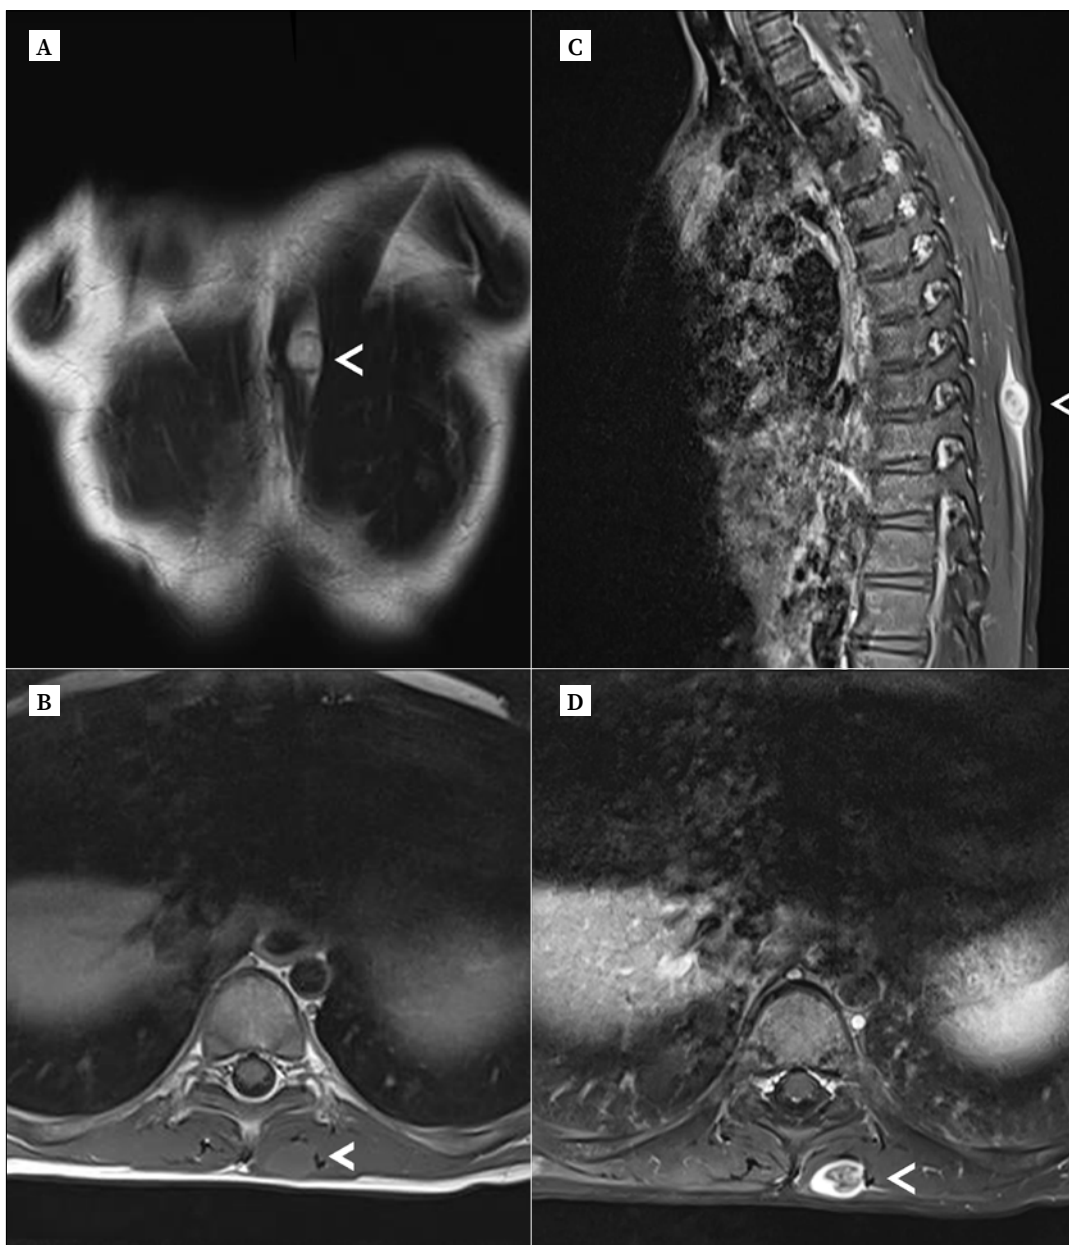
Resonancia magnética. Lesión del paciente. A. Secuencia ponderada en T2, corte coronal. Lesión nodular, hiperintensa y bien definida (punta de flecha blanca). B. Secuencia ponderada en T1, corte axial. Lesión nodular, hipointensa y bien definida (punta de flecha blanca). C. Vista sagital. Tras la administración de contraste, hay un realce periférico de la lesión. Nótese la presencia del signo de la cola fascial (punta de flecha blanca). D. Vista axial. Después de la administración de contraste, hay un realce del borde periférico (punta de flecha blanca).
